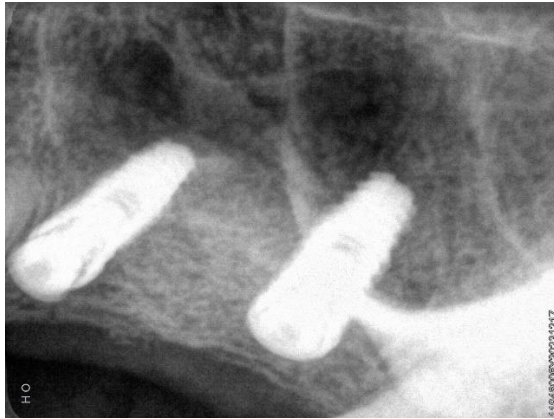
Radiografía de control a los 12 meses
